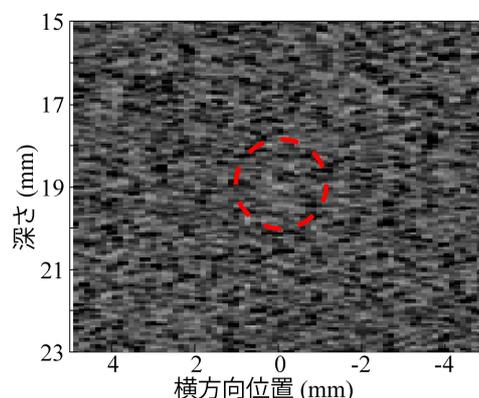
0.2 mm 微小ガラス球の超音波断層像。赤破線の中央に微小ガラス球が存在。
